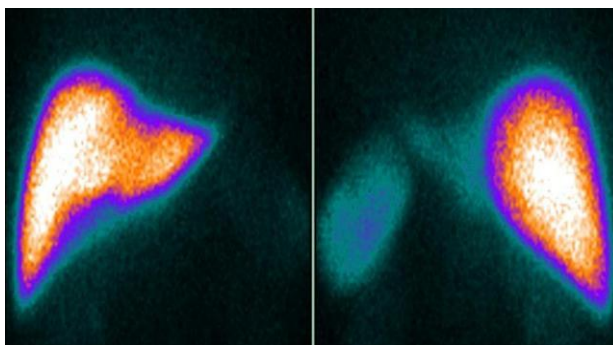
Сцинтиграма печінки людини
